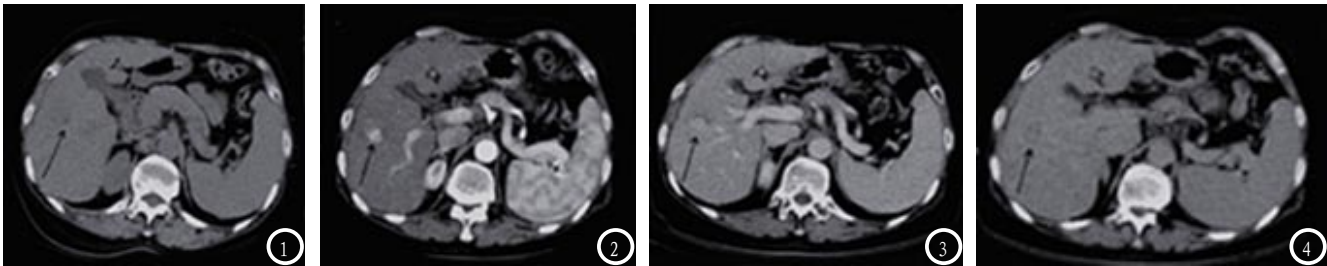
CT平扫病灶位于肝脏右叶，边界欠清晰；图2 动脉期示病灶明显强化；图3 门脉期扫描病灶强化下降；图4 延迟期病灶强化进一步减低。
